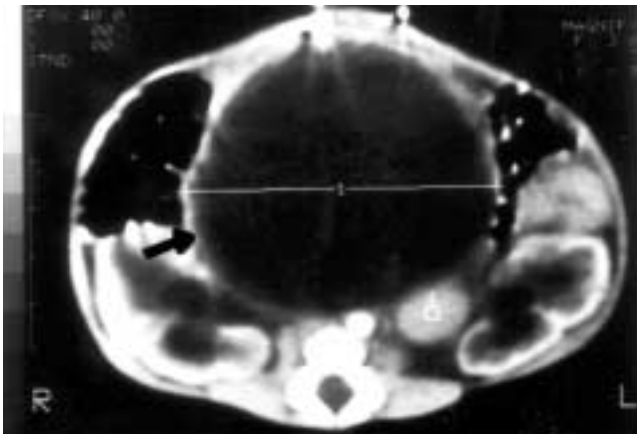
TAC abdominal: Masa abdominal que parece corresponder a útero. Correspondiente a la paciente 4 en período neonatal y marcado con una flecha.
